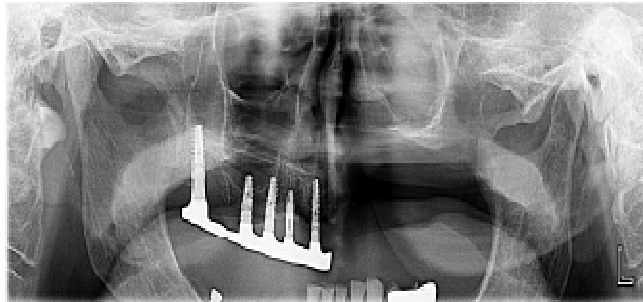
Orthopantomogramm, Zustand nach Oberkieferrektion und Radiatio (PEC). Aufgrund einer fehlenden Operabilität erfolgte keine Oberkieferrekonstruktion. Ungünstige, nur unilaterale Insertion von endossalen Implantaten.
